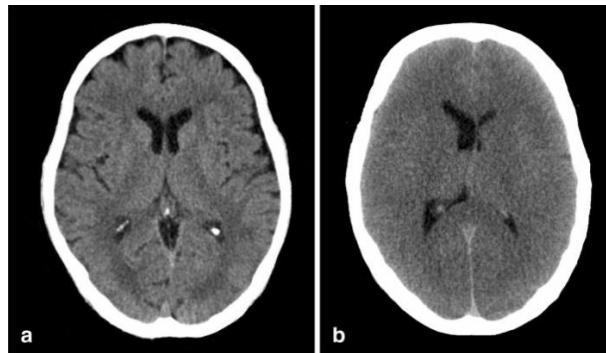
El TC cerebral de la imagen izquierda corresponde a un varón de 70 años sano. La de la derecha corresponde a un varón de 48 años con una parada cardíaca de 40 horas de evolución en la que se aprecia un borramiento tanto de los surcos cerebrales como de la transición materia gris-materia blanca (GWR), así como una deformidad de los ventrículos laterales (7).
